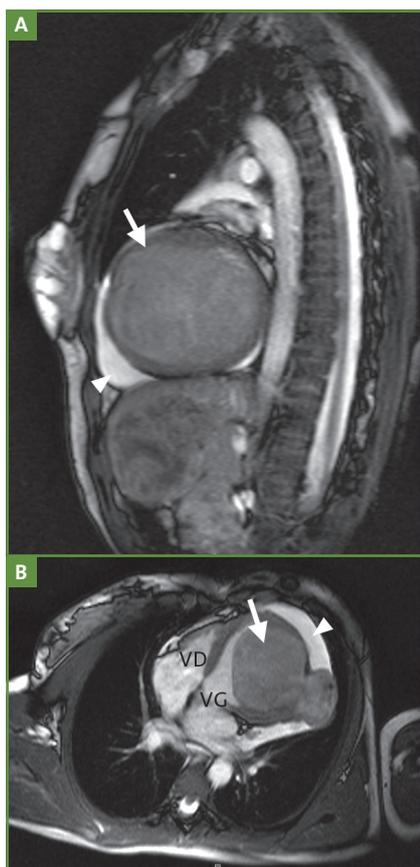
IRM cardiaque avec injection montrant un très volumineux fibrome bilobé (grande flèche) occupant toute la paroi libre du ventricule gauche chez une jeune fille de 13 ans, accompagné d'une lame d'épanchement péricardique antérieur et latéral gauche en hypersignal (petite flèche). A : coupe sagittale paramédiane gauche ; B : coupe axiale, montrant les 4 cavités cardiaques, dont la cavité ventriculaire gauche laminée par le fibrome. VG : ventricule gauche, VD : ventricule droit.
